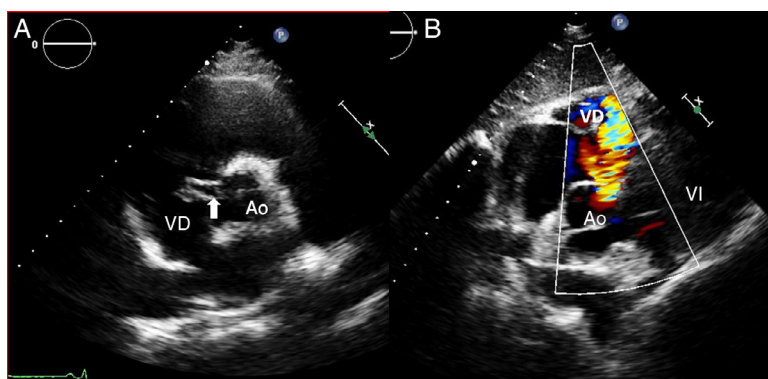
Ecocardiografía transtorácica. A) Eje corto, 2D: se observa el tracto fistuloso entre el seno aórtico y el ventrículo derecho (flecha). B) Proyección modificada subcostal de 5 cámaras: Doppler color mostrando el flujo entre ambas estructuras. Ao: aorta; VD: ventrículo derecho; VI: ventrículo izquierdo.
